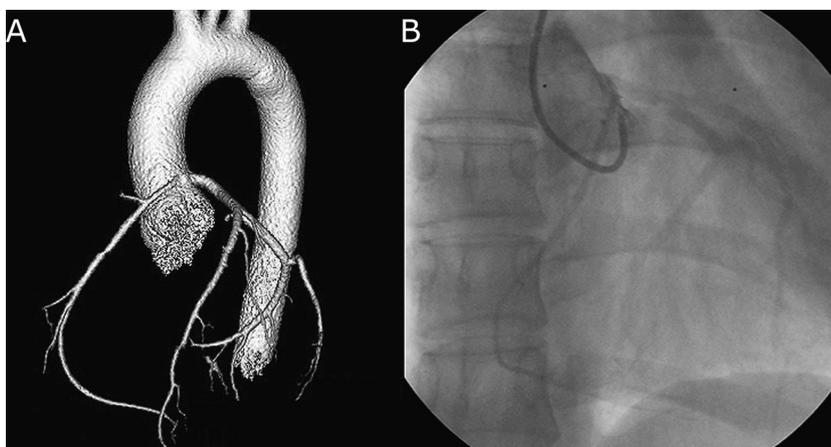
Origen anómalo de la arteria coronaria derecha desde el seno izquierdo. A) Reconstrucción en 3 D de la TAC multicorte. B) Coronariografía.
